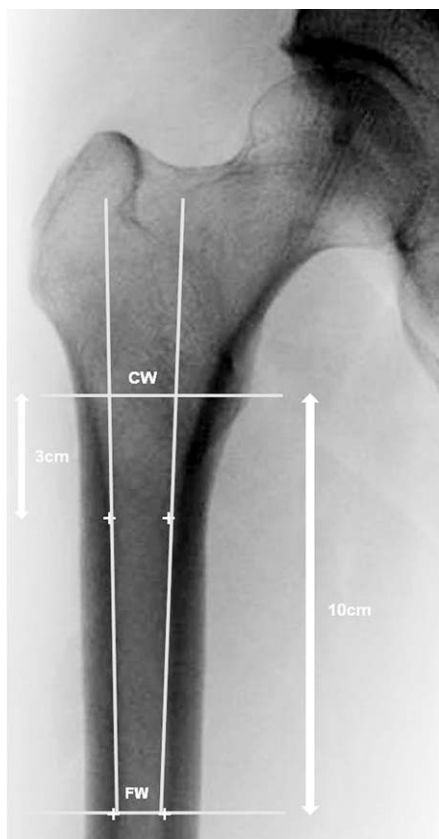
Measurement of calcar-to-canal ratio by FW/CW on anteroposterior radiograph of the hip.
